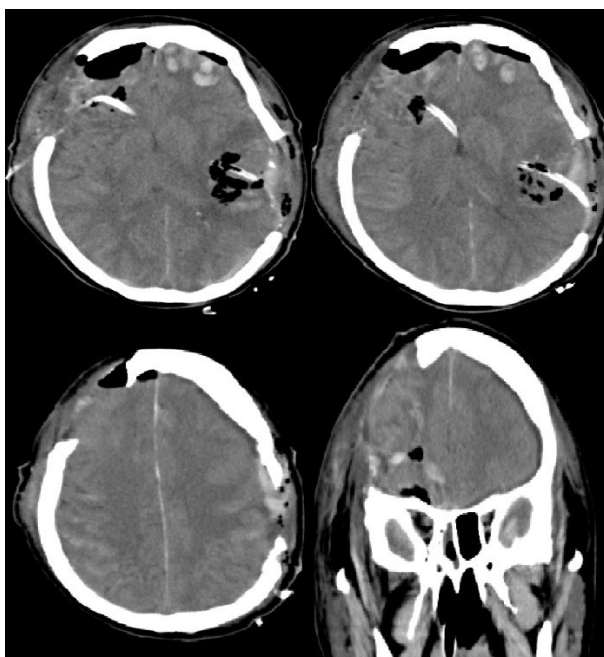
КТ головного мозга после операции.
